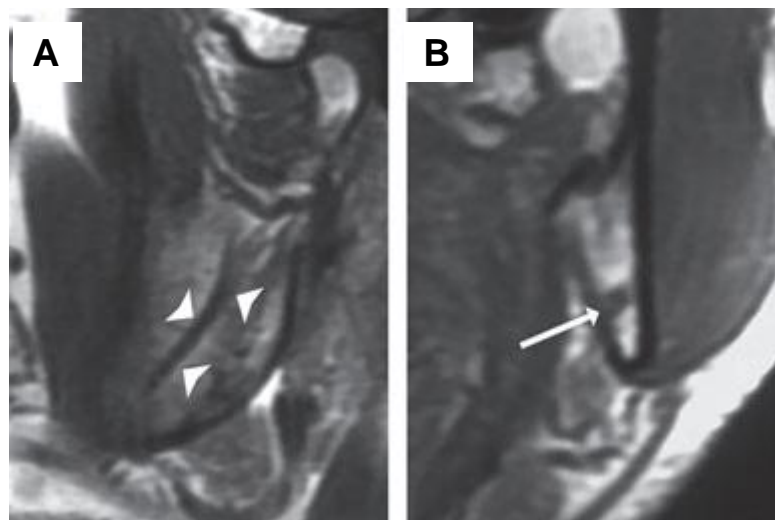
A imagem da Ressonância Magnética demonstra o canal mandibular do lado esquerdo como uma linha de baixo sinal (seta pequenas) cercado osso esponjoso em alto sinal do ramo (A) e como um pequeno vazio preto (seta) em uma seção transversal do ângulo mandibular esquerdo (B)
